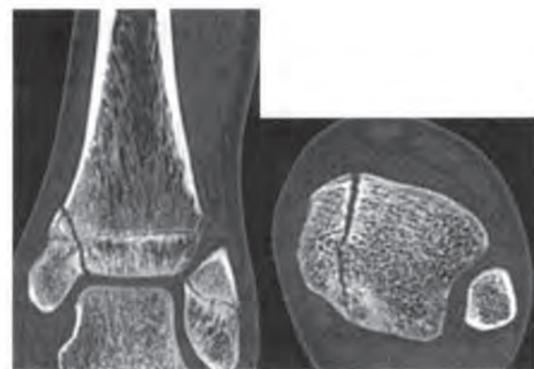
a 初診時CT冠状断像：完全骨折と骨硬化像を認める。
